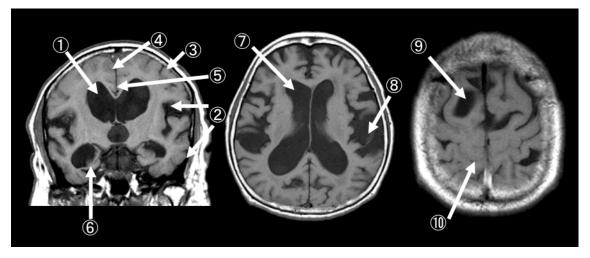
特発性正常圧水頭症 (DESH) の MRI の特徴
